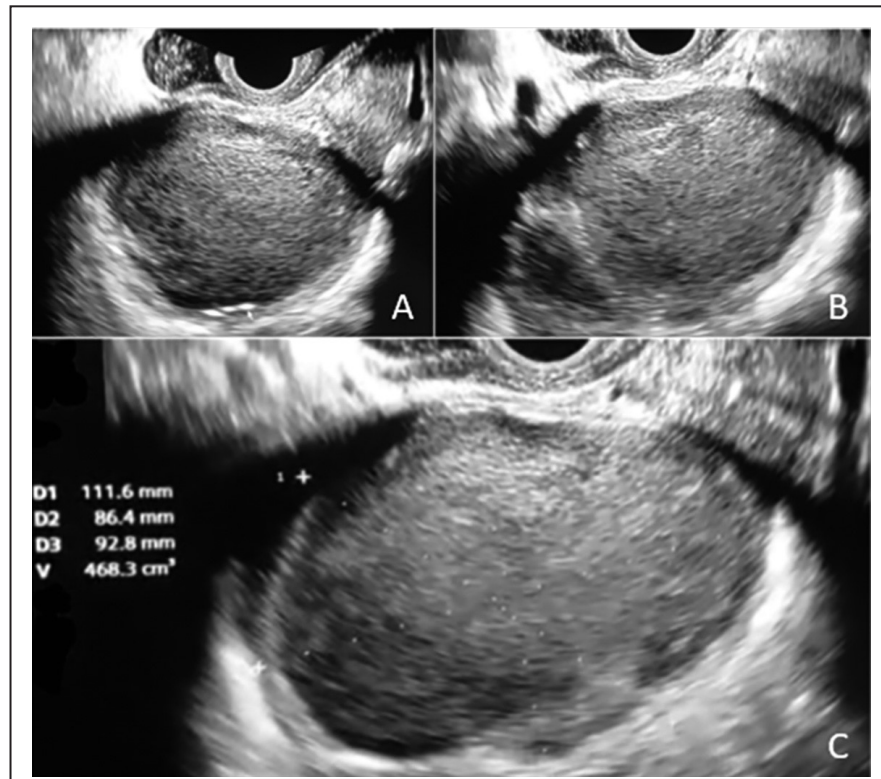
Ecografía transvaginal en la que se observa: A. Masa abdominopélvica heterogénea de predominio quístico, simétrica, no vascularizada, con cápsula continua y pequeñas calcificaciones a la periferia, con presencia de septos y papilas y un volumen aproximado de 500 mL de 10.66 x 6.96 cm B. Septos y papilas y C. Volumen de la masa.
